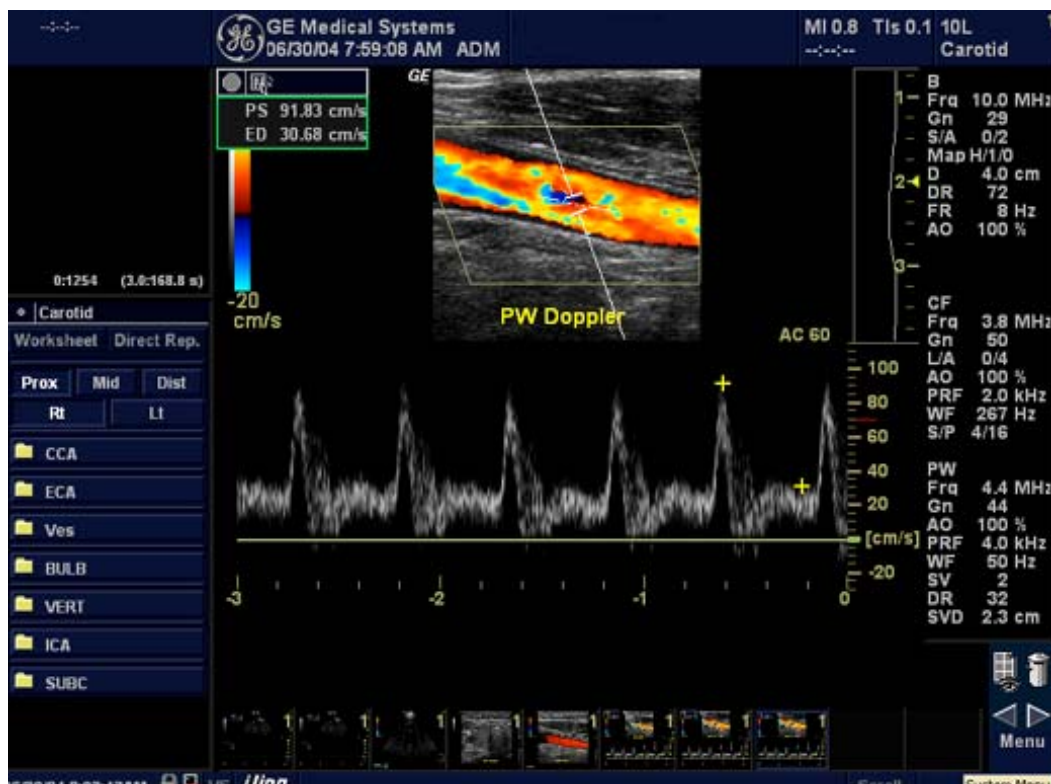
Affichage en mode Doppler pulsé (DP)
